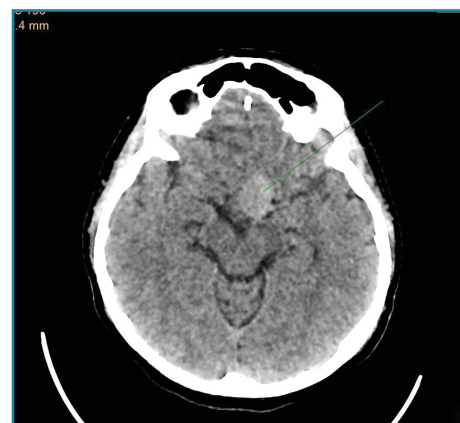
СКТ без контраста
